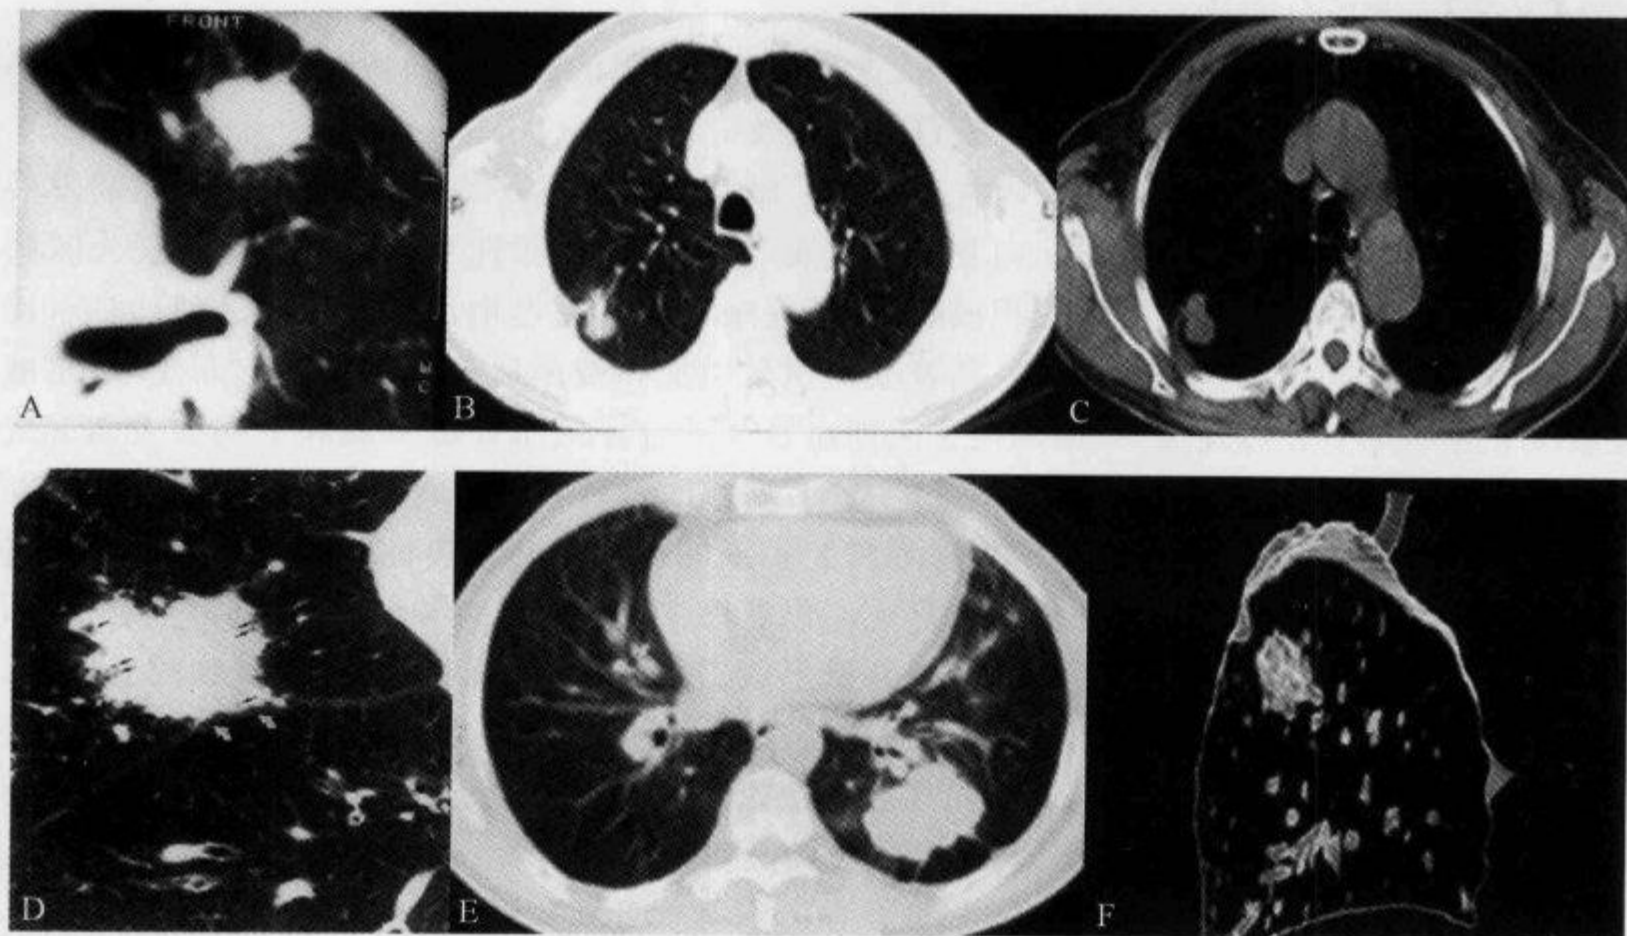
肺癌,胸部 CT 示“胸膜凹陷征”
